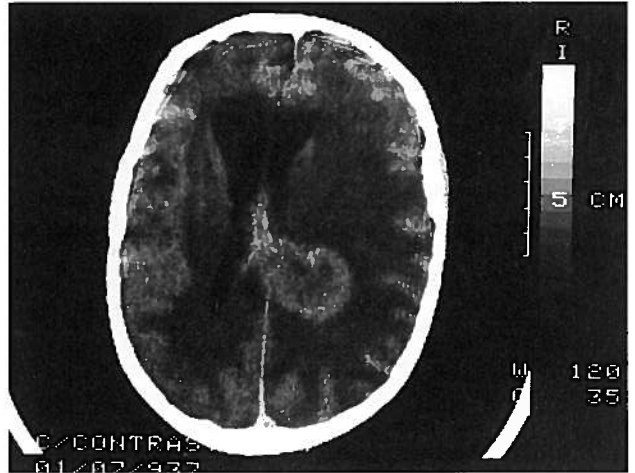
TAC com injeção de contraste, na altura da recidiva do 3º doente, que mostra múltiplas massas tumorais localizadas em ambos os hemisférios cerebrais, e periventriculares, com desvio da linha média e acentuado edema bilateral.
